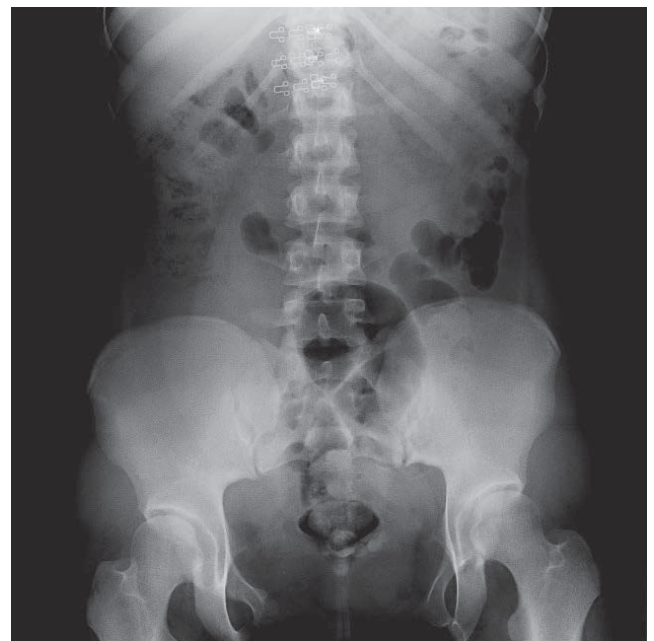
Оглядова рентгенографія сечового міхура (2022 р.)
